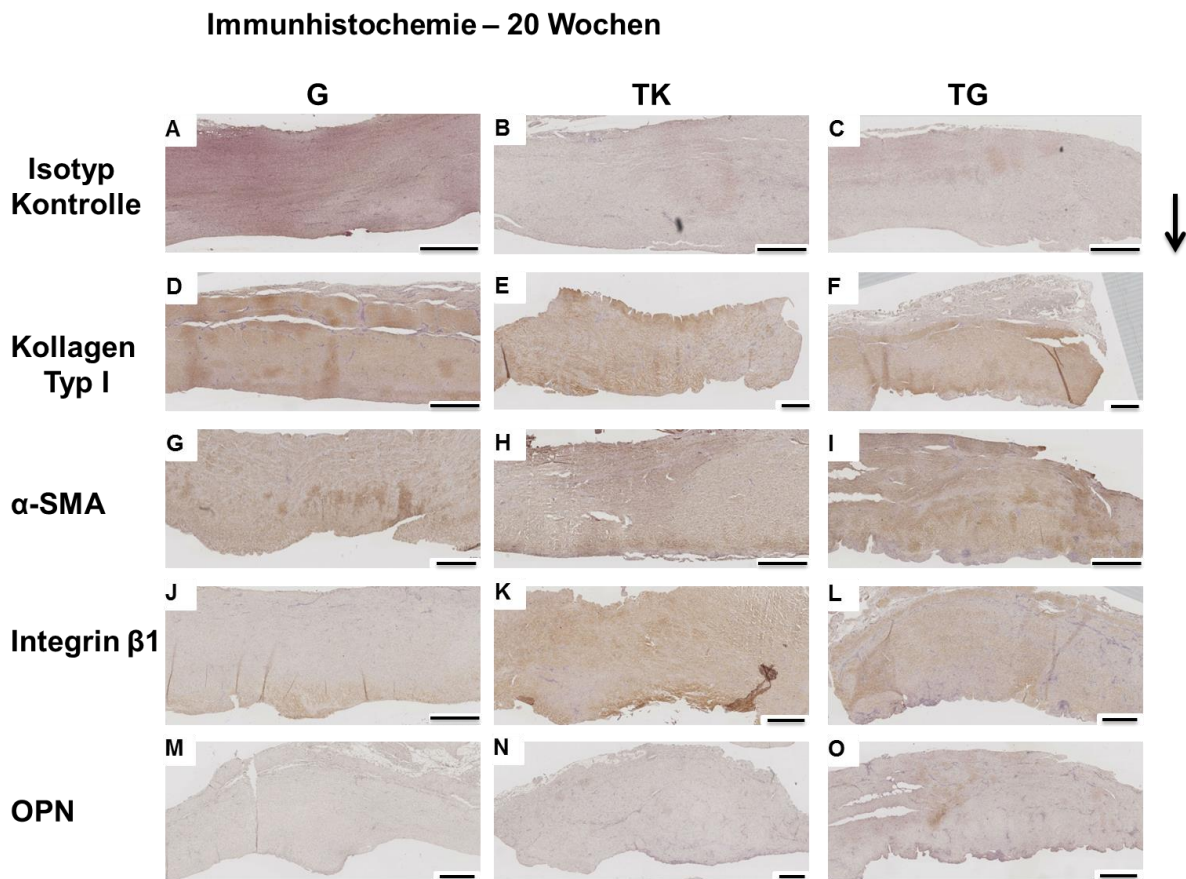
Repräsentative Aufnahmen der immunhistochemischen Färbungen für die Proteinexpression in den Kapseln der 20-Wochen-Gruppe. Die braun gefärbten Areale stehen für die jeweilige Proteinexpression. Der schwarze Pfeil oben rechts in der Abbildung zeigt zur implantatnahen Seite. Kollagen Typ I wurde bei allen Implantattypen an der implantatnahen Seite detektiert. Die Expression von α -SMA nahm bei G-Implantaten ab und bei TK- und TG-Implantaten zu. Kapseln der großtexturierten Implantate zeigten die höchste Expression von α -SMA. Die Areale waren in der ganzen Kapsel zerstreut. Im Gegensatz dazu zeigten die Kapseln der glatten und kleintexturierten Implantate eine geringere Expression von α -SMA. Diese konzentrierte sich, vor allem bei den kleintexturierten Implantaten an der implantatnahen Seite. Das Integrin- β 1-Expressionsmuster blieb relativ unverändert im Verlauf zwischen 10 und 20 Wochen bei glatten und großtexturierten Kapseln. Bei den kleintexturierten Kapseln stieg die Integrin- β 1-Expression jedoch deutlich an der implantatnahen Seite an. In der 20-Wochen-Gruppe konnte in keiner der Kapseln bis auf wenige kleine Areale in der mittleren Schicht der großtexturierten Kapseln eine deutliche Osteopontin-Expression nachgewiesen werden. Vergrößerung 4x, Maßstab 1 mm. G: glatt; TK: texturiert kleinporig; TG: texturiert großporig.
